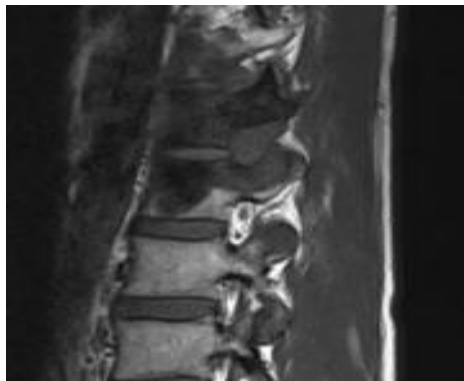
IRM, image sagittale.
